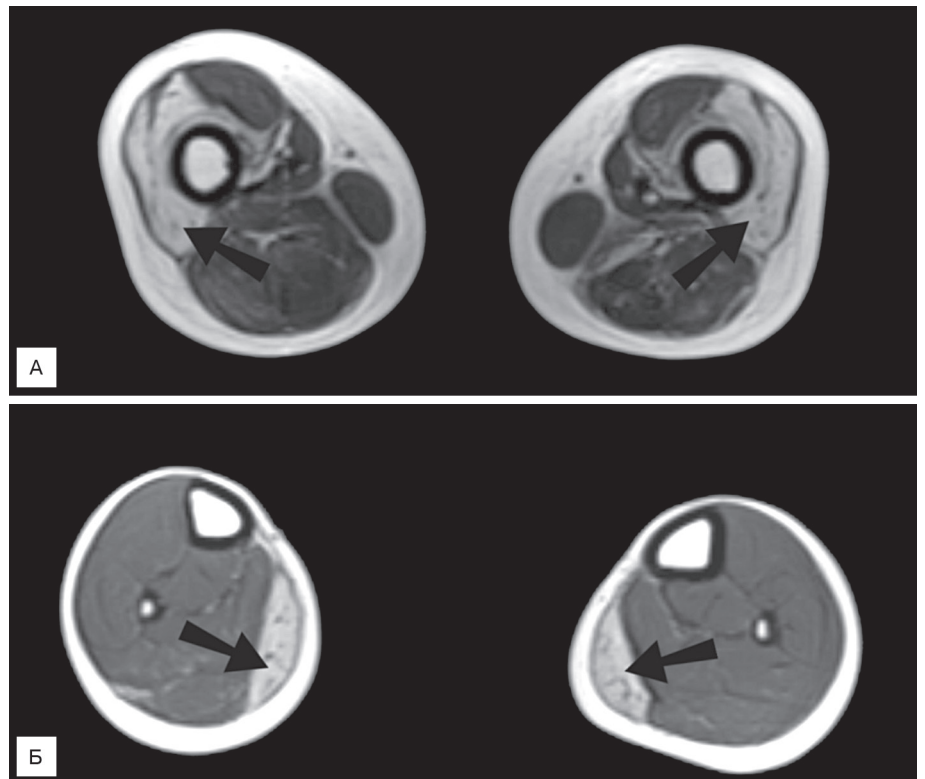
МРТ изображение бедра (А) и голени (Б) у больного с поражением гена *Lamin A/C*.
